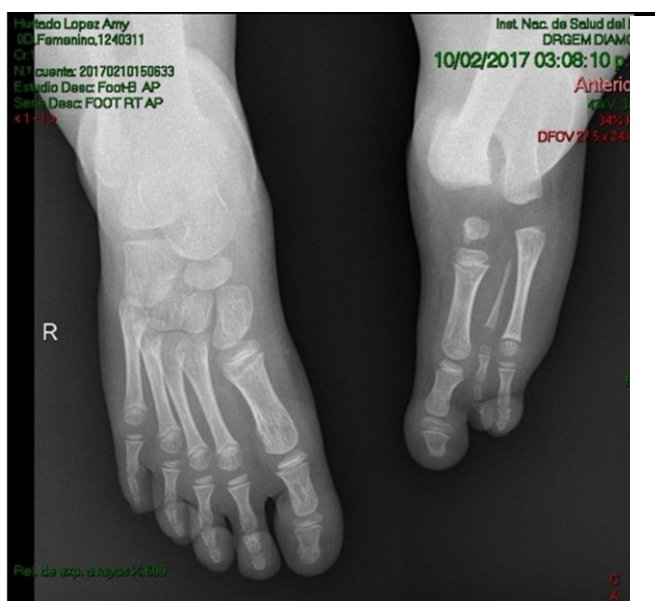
a) Radiografía de ambos pies que muestra oligosindactilia en el pie izquierdo.
